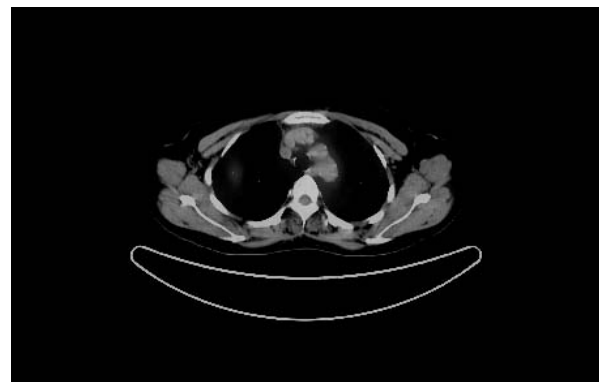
PET-CT scan suggests benignity of solitary pulmonary nodule because SUV of focal hypermetabolic activity in right upper lobe is calculated as 1.15, which is less than 2.5.
